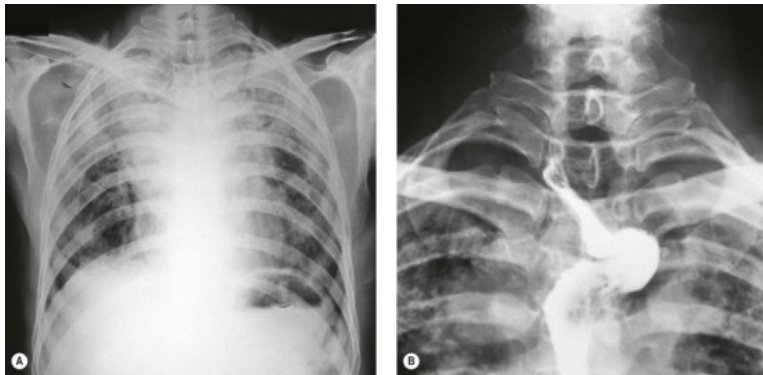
Рентгенограмми ОГК при алюмінієвому пневмоконіозе.
